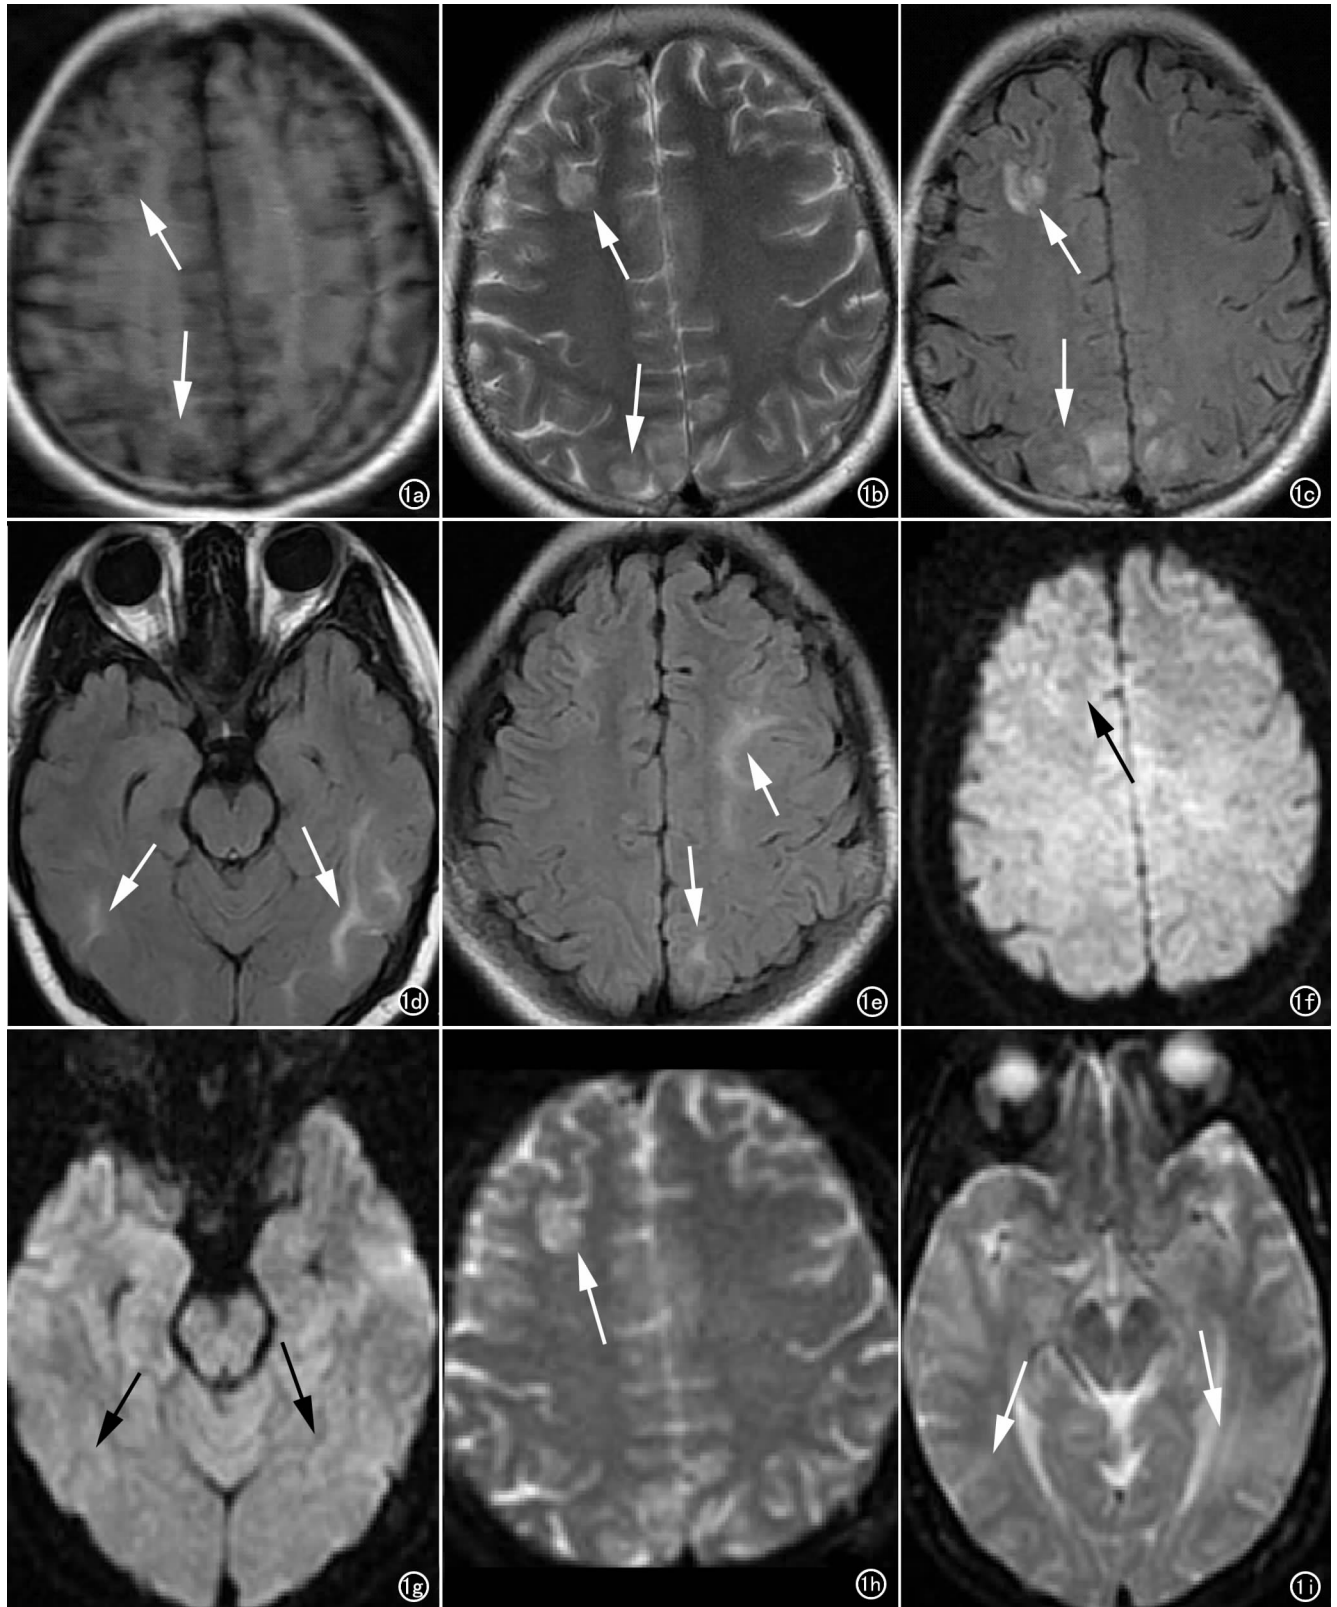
a) T_1 WI 双侧额顶叶皮层呈局限性稍低信号(箭); b) T_2 WI 双侧额顶叶皮层呈对称高信号(箭); c) T_2 -FLAIR 相应区域呈高信号; d) T_2 -FLAIR 双侧颞叶病灶呈高信号; e) T_2 -FLAIR 双侧额顶叶病灶呈高信号; f) DWI 病灶呈低信号; g) DWI 病灶呈等信号; h) 额叶病灶 ADC 值升高; i) 病灶 ADC 值升高。
